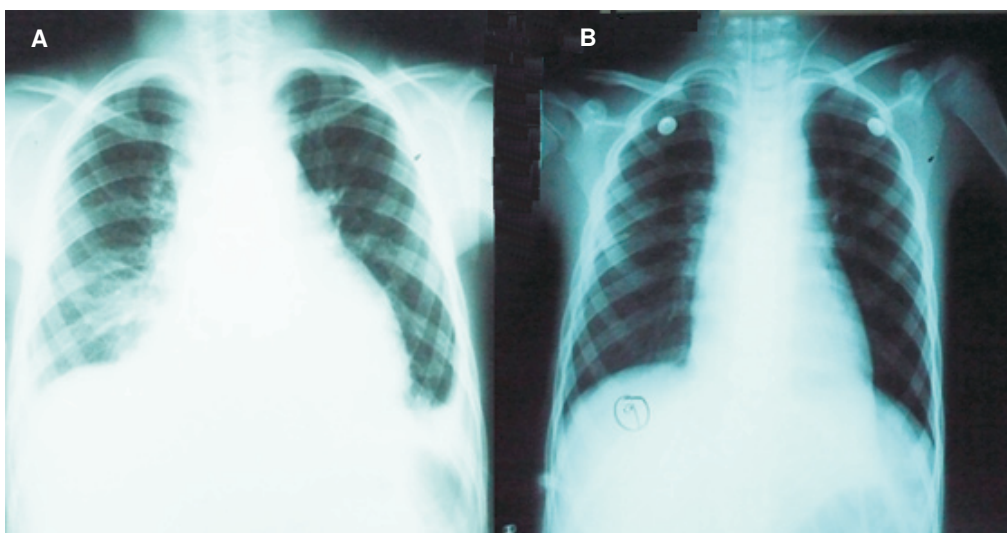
Radiografía de tórax en proyección postero-anterior. A) Nótese el ensanchamiento del mediastino con aumento del índice cardiotorácico y obliteración de los ángulos costofrénicos bilaterales. B) A las 72 horas de iniciada la terapia, la radiografía postero-anterior de tórax es reportada como normal.
